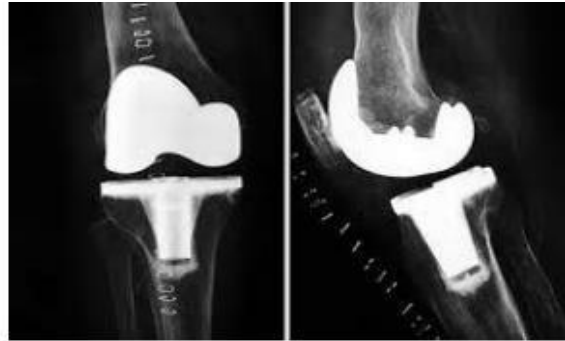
Radiografía antero-posterior y lateral de una prótesis total o tricompartmental. (MBA Surgical Empowerment, 2018)
